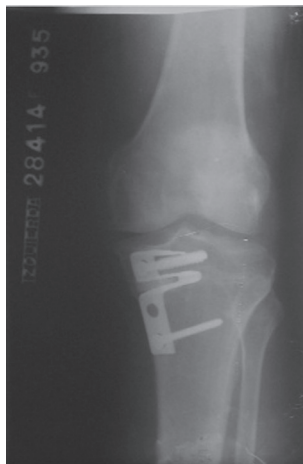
Radiografía a los 13 meses de realizada la artroscopia y osteotomía simultáneas
